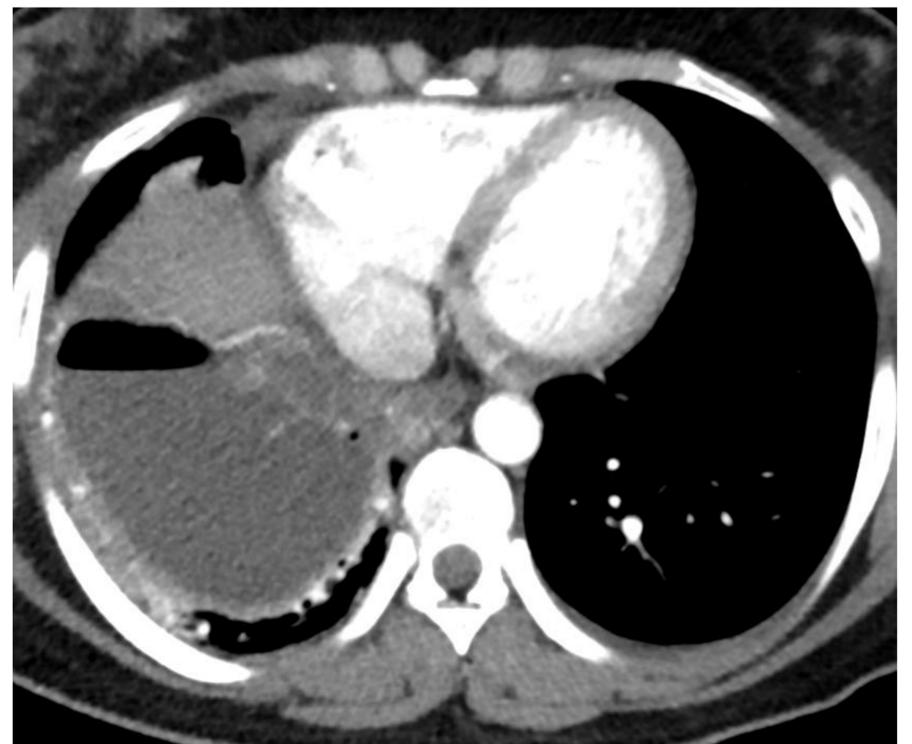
(TC tórax con civ) ausencia de signo de la pleura dividida.
